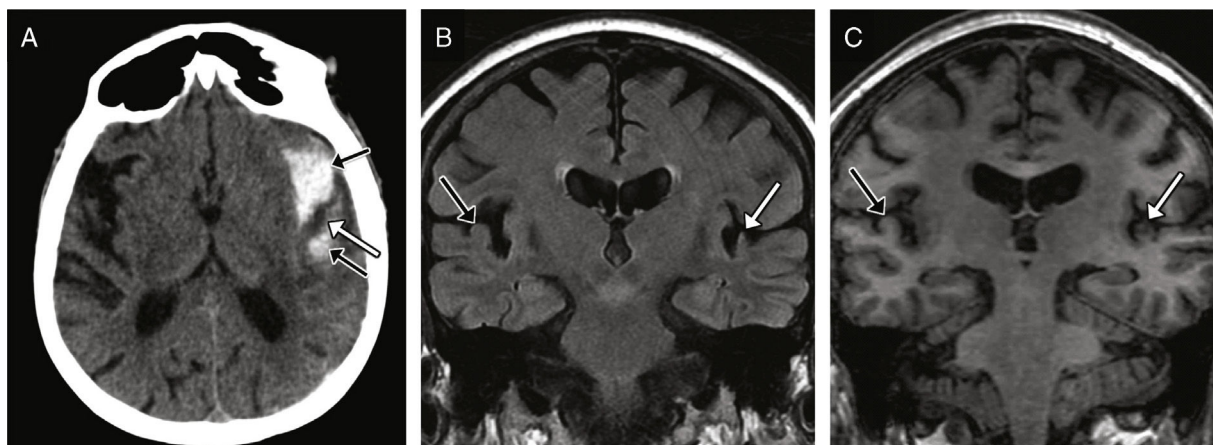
Lesión de la vía auditiva central. Hombre de 67 años de edad con traumatismo craneoencefálico, que 6 meses después refiere dificultad para diferenciar los sonidos. A) Imagen transversal de TC urgente tras el accidente que muestra hemorragia subaracnoidea en la cisura de Silvio y la fosa lateral del lado izquierdo (flechas negras), y disminución de la atenuación de la circunvolución temporal transversa con pérdida de la diferenciación corticosubcortical (flecha blanca) por probable contusión. Imagen coronal de RM en secuencia FLAIR (B) y reconstrucción coronal de secuencia potenciada en T1 (C), a los 6 meses del traumatismo, en las que se identifica una pérdida de volumen por encefalomalacia de la circunvolución temporal transversa izquierda (flecha blanca); para su comparación se marca la circunvolución temporal transversa derecha (flecha negra).
